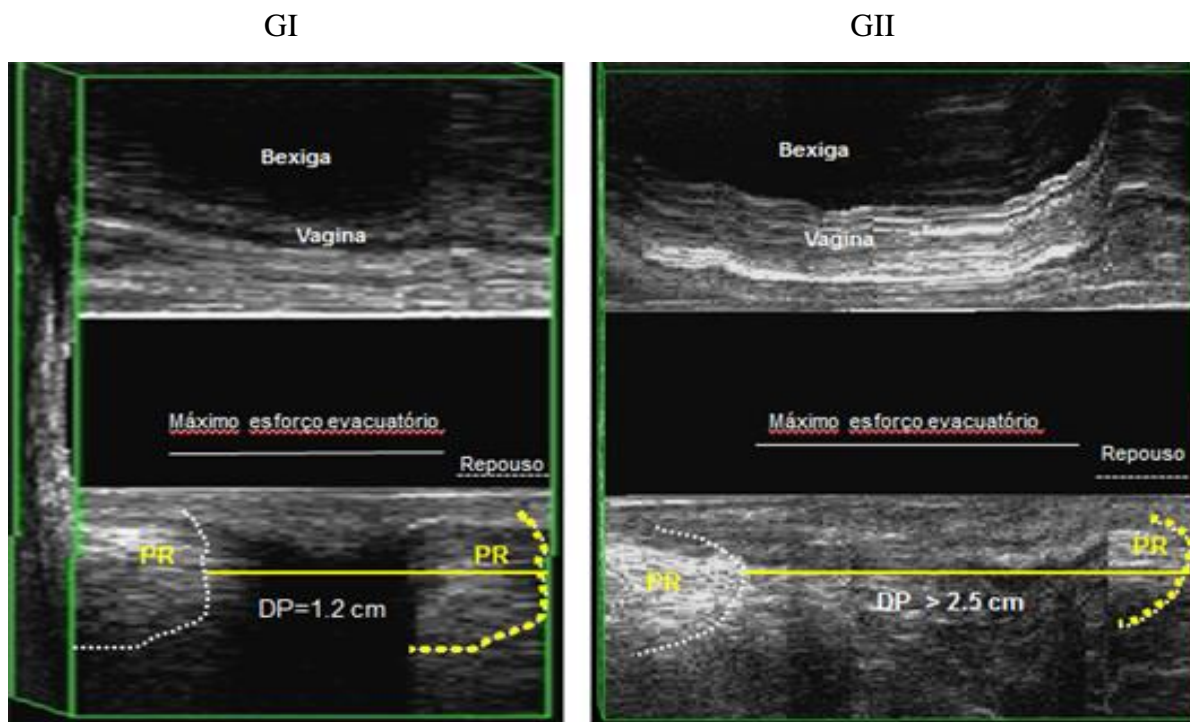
Imagem de Ultrassonografia Anorretal Tridimensional Dinâmica ou Ecodefecografia no plano sagital mostrando a quantificação do DP: deslocamento do músculo PR. GI – deslocamento do músculo PR \leq 2,5cm; GII - deslocamento do músculo PR $>$ 2,5cm. PR: Puborretal; DP: Descenso Perineal. Pacientes: n° 5/GI e n° 11/GII.
